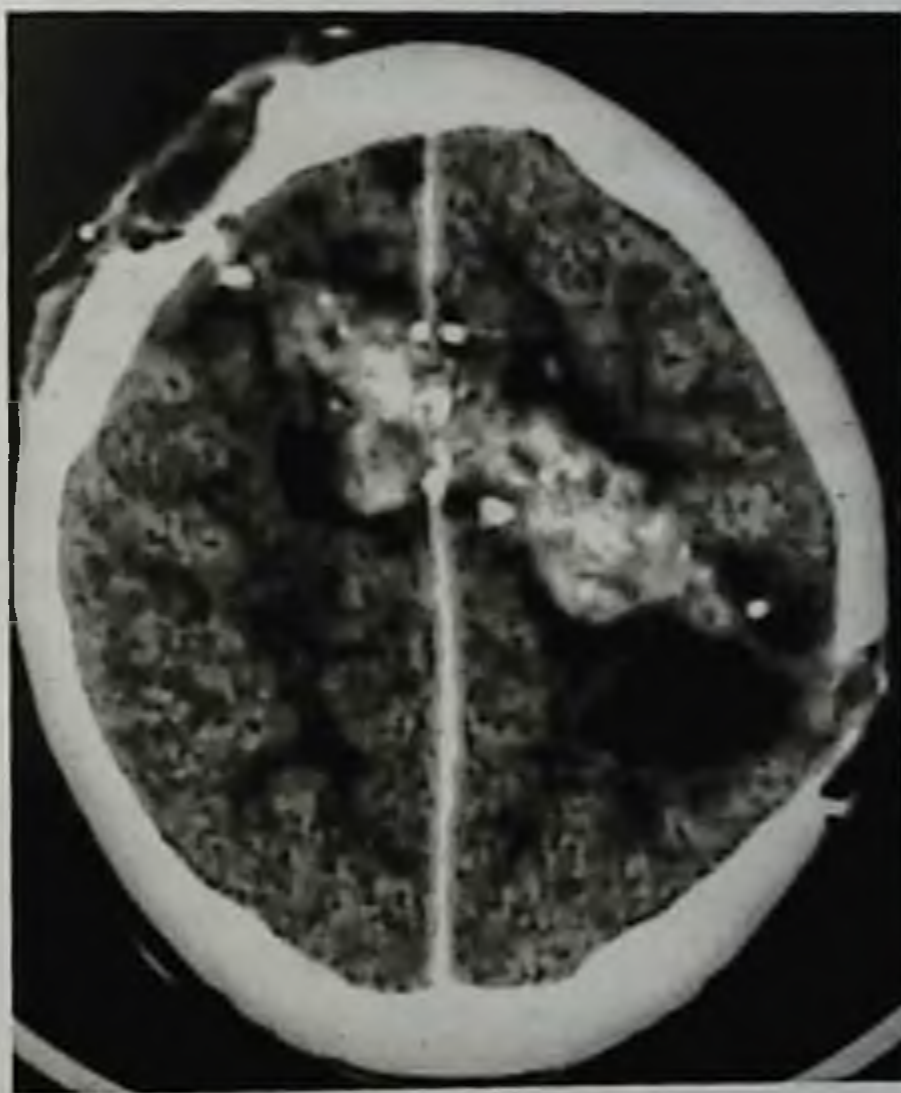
Огнестрельное сквозное черепно-мозговое ранение: при компьютерной томографии выявляются кровоизлияния и костные фрагменты по ходу раневого канала (раненая выжила)
